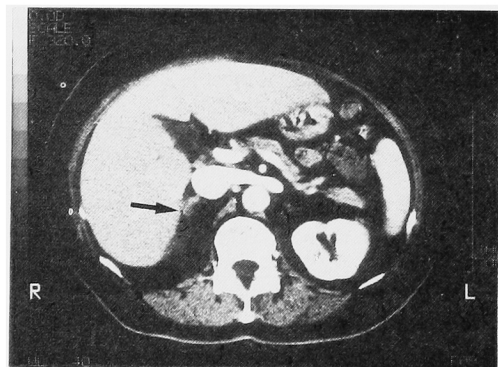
Abdominal computerized tomography shows a 10×8 mm mass (arrow) in the right adrenal gland. It is hypodense and shows little enhancement of density after administration of contrast medium.
